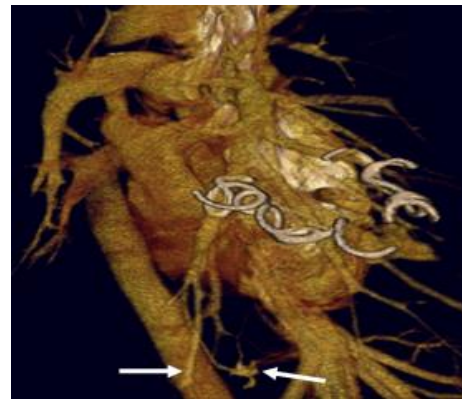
МСКТ-ангиопульмонография. 3D.
